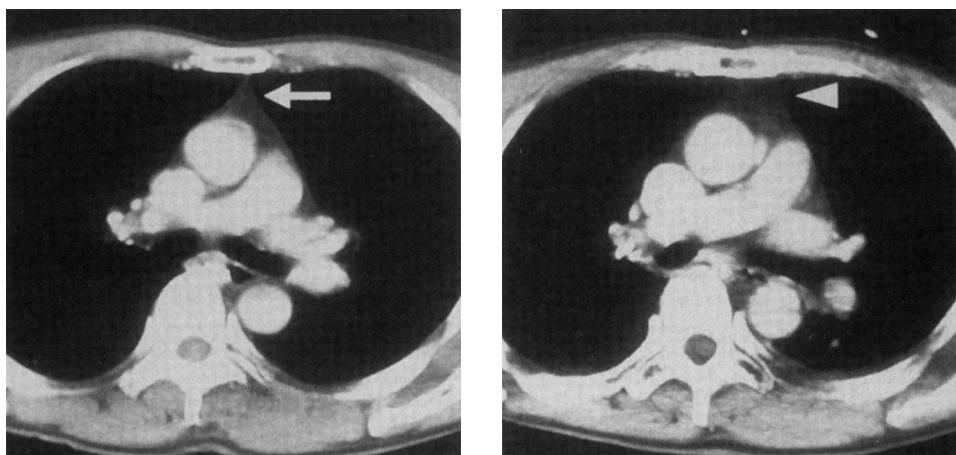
CT scan of anterior mediastinitis
